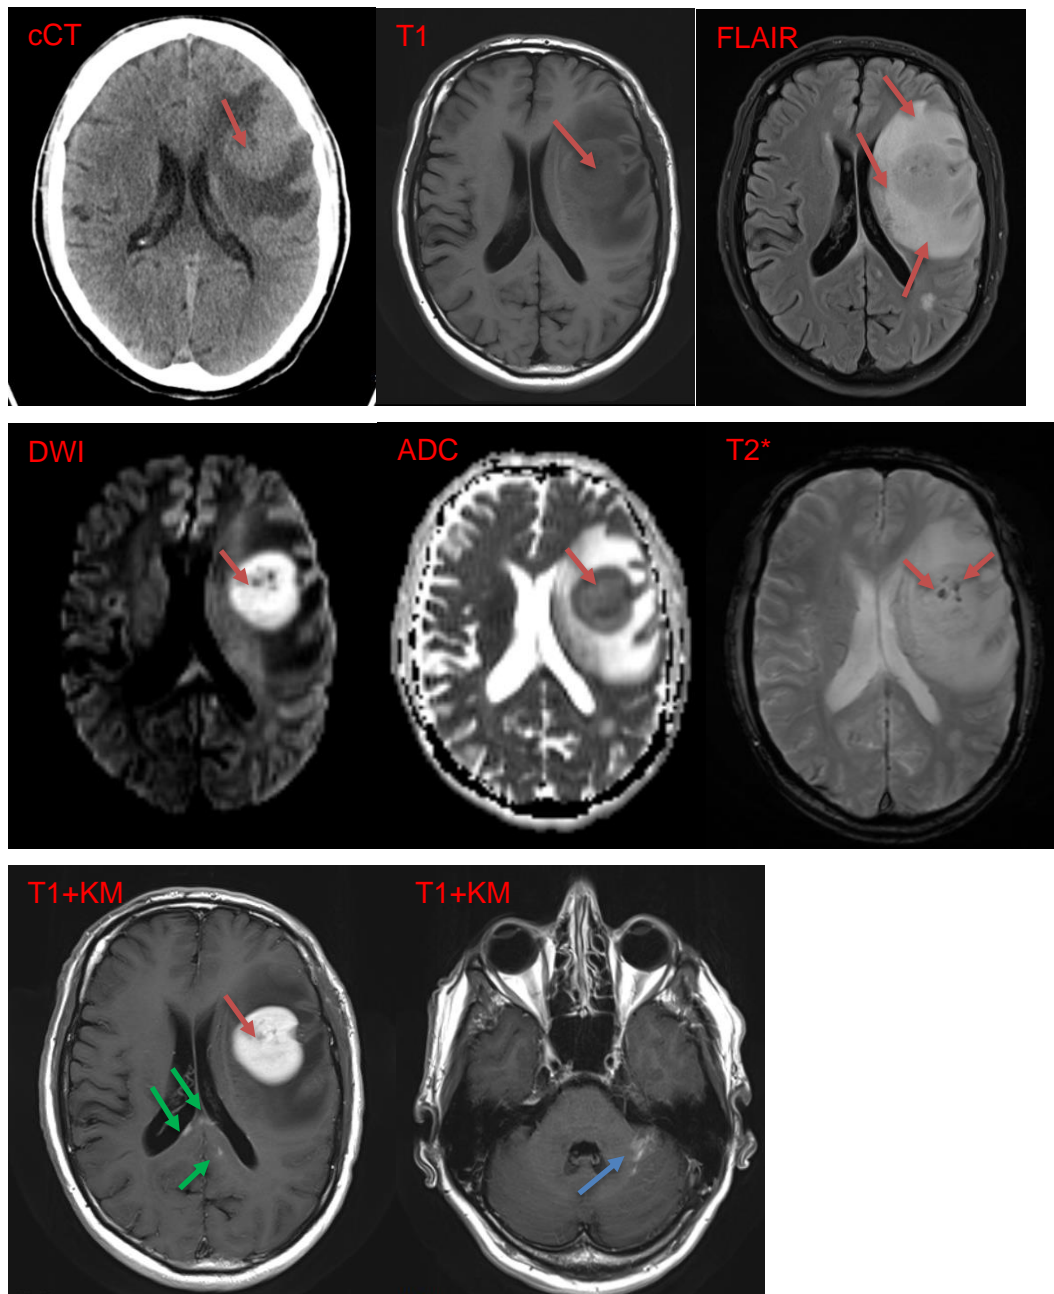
Patient aus unserer Datenbank mit erstmaligem epileptischem Anfall: nCCT, T1, FLAIR, DWI, ADC, T2\*, T1+KM (2x). In CCT: Raumforderung links frontoparietal mit starkem perifokalem Ödem und Mittellinienverlagerung. In MRT: Links frontoparietal subkortikal Nachweis einer glatt begrenzten kugeligen ca. 3,5 x 3,6 x 3,8 cm großen Raumforderung mit stärkster Schrankenstörung. Die Raumforderung ist relativ homogen, zeigt jedoch zentral punktförmige angedeutete tubuläre Suszeptibilitätsartefakte (siehe rote Pfeile in der T2\*), die in Zusammenschau mit der CT keinen Verkalkungen entsprechen, so dass hier flow voids bzw. Einblutungen erwogen werden müssen. Ein vermehrtes meningeales Enhancement ist nicht nachzuweisen. Auffällig ist eine ausgeprägte Diffusionsrestriktion des gesamten Prozesses (DWI, ADC). Deutliches perifokales Ödem (FLAIR-Signalanhebung, siehe hier rote Pfeile) mit Mittellinienverlagerung nach rechts. Darüber hinaus auffällig sind bandförmige geringe Kontrastmittelanreicherungen im Splenium vor allem subependimal (siehe grüne Pfeile) und auch leptomeningeal im Bereich der linken Kleinhirnhemisphäre rostral (siehe blaue Pfeile). Insgesamt ist der Befund gut vereinbar mit einem multifokalen PCNSL.
